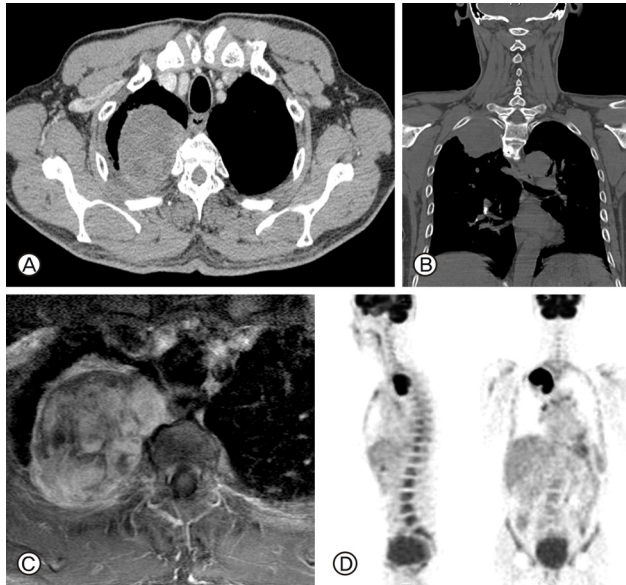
Case 1. A 65 year old man. A, B: Computed tomography showing the Pancoast tumor arises from right upper lobe, invades thoracic spine, ribs, and chest wall. C: Magnetic resonance image showing vertebral column invasion of the tumor. D: Positron emission tomography showing no distal metastasis.
